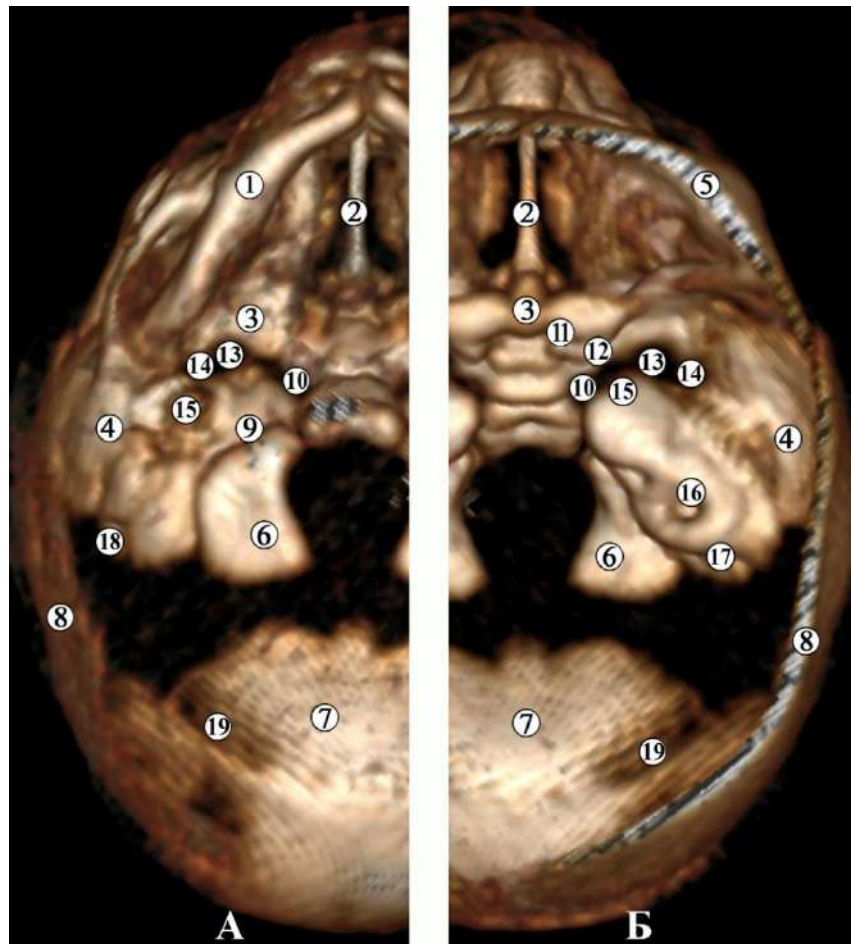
3D-реконструкція КТ основи черепа 6-місячного плода людини. А – нижня проекція; Б – верхня проекція. Зб. х3,5:
